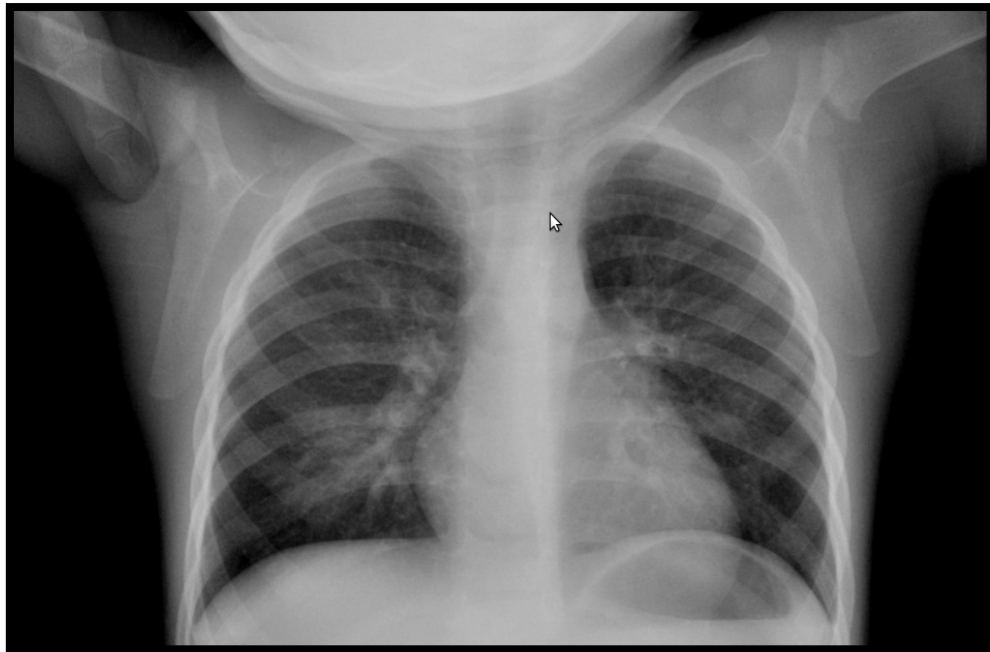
Radiografía Anteroposterior y Lateral de Tórax, control (23/08/2017)
